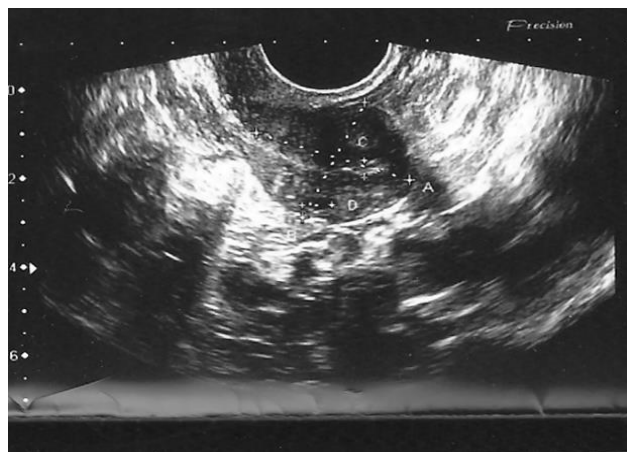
Тонкое линейное «ложное» м-эхо , 2ДУЗИ
